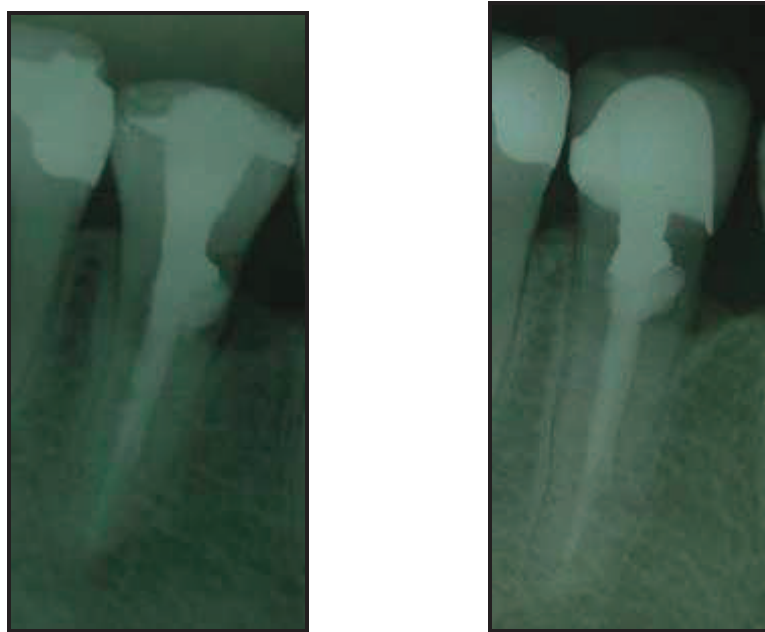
radiographies après obturation à la Gutta Percha (radiographie post-traitement et radiographie 27 mois plus tard) (Park et Lee, 2008)
